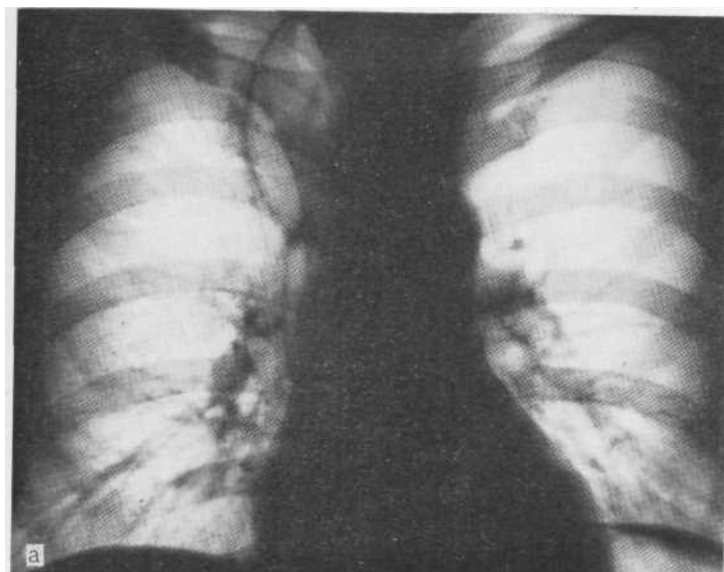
Обзорная рентгенограмма (а). Подозрение на наличие воздушных кист правого легкого. При контрастировании пищевода (б) обнаружен гигантский дивертикул верхней трети пищевода. Диагноз подтвержден при эндоскопическом исследовании.
